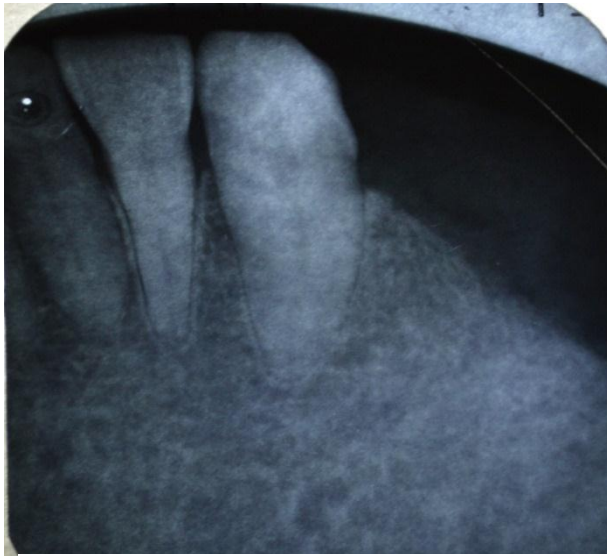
Radiografía periapical de la pieza 4.3 canino inferior derecho.
